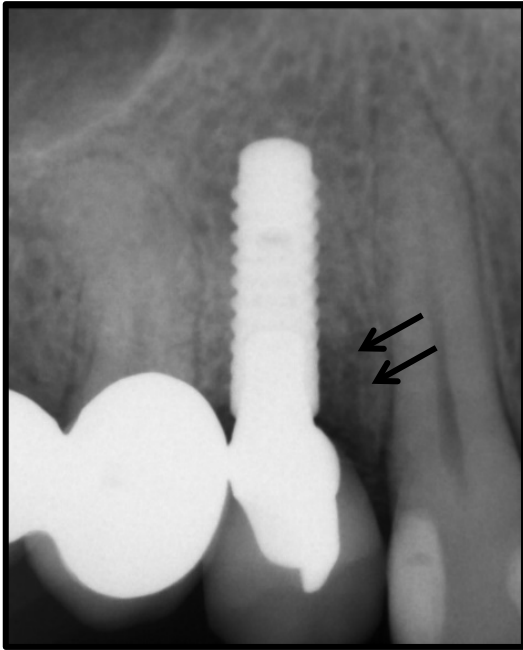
röntgenologische Aufnahme zum Zeitpunkt der Baseline nach 6 Monaten, Patient 8, mesial ist der wenig mineralisierte Block zu erkennen
